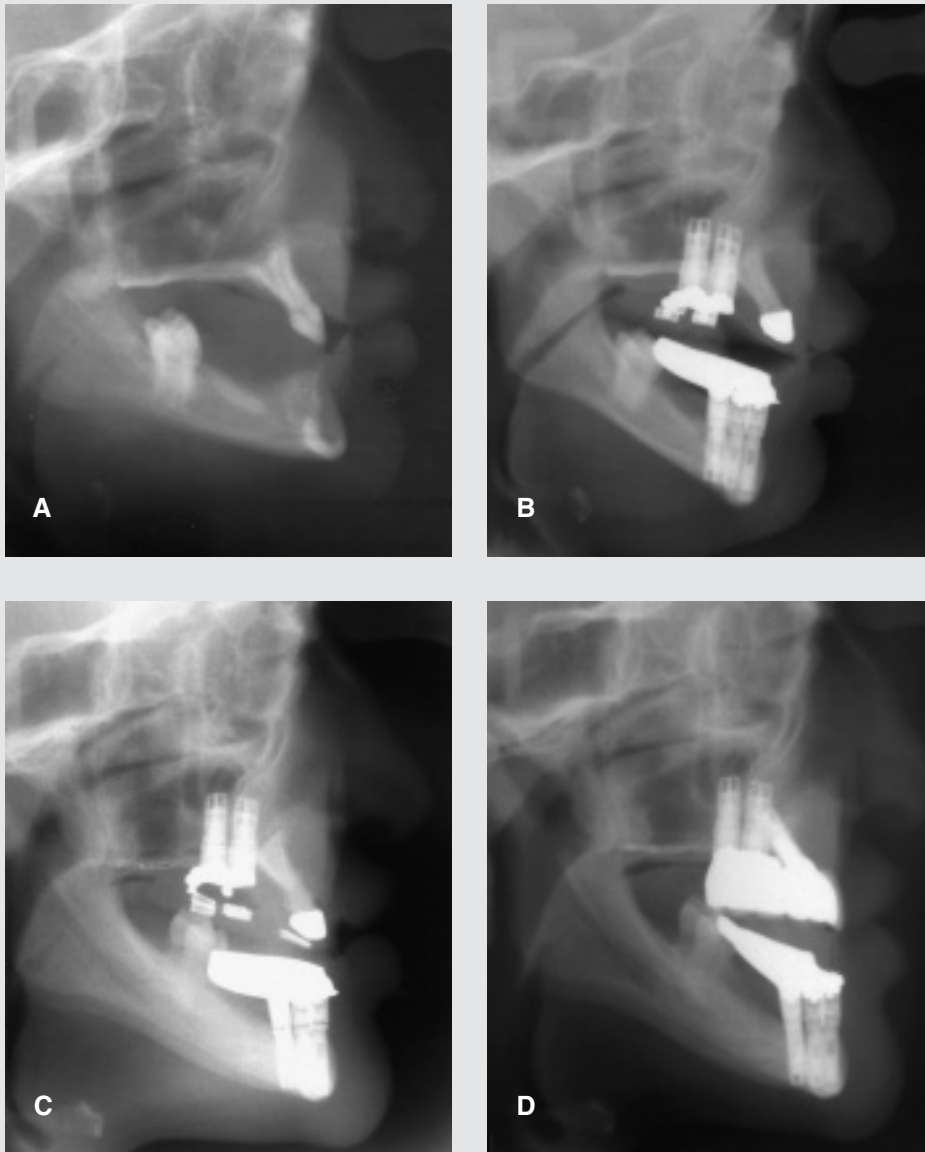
Cefaloradiografi. A: Ved otteårsalderen. B: Ni år. C: 19 år. D: 20 år. Bemærk relokering af næsebunden fra ni til 19 år, samt eruptionen af molarerne.
